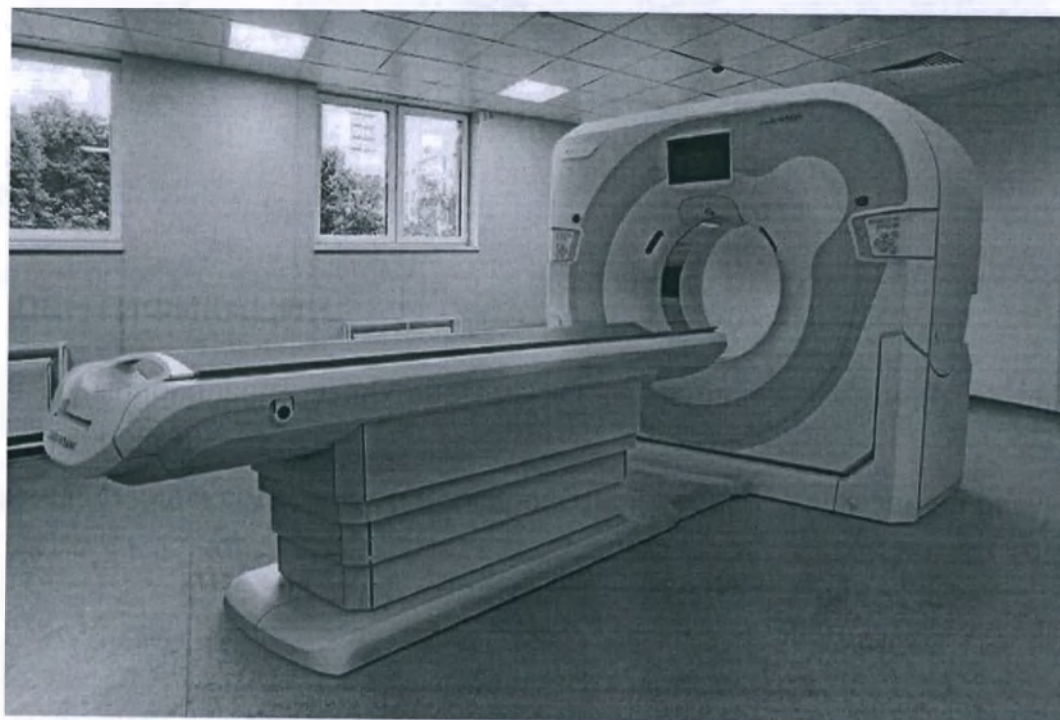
Общий вид системы КТ
